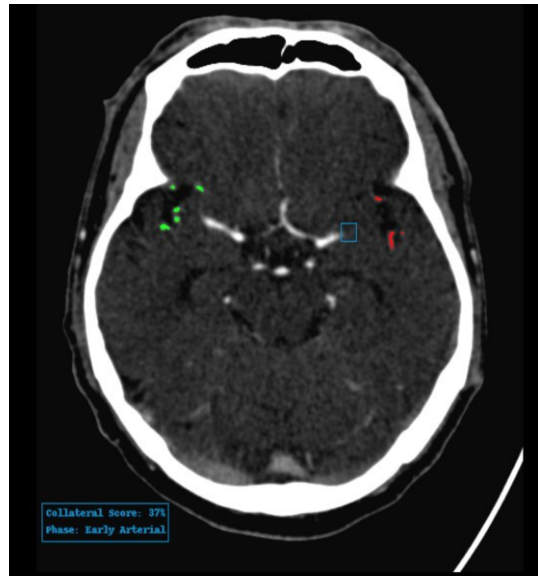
StrokeViewer Collaterals 輸出範例，CTA 掃描疊加層（此範例只顯示一張切片）。受影響腦半球的側支循環以紅色顯示，未受影響腦半球的側支循環以綠色顯示。偵測到的 LVO 以藍色邊框突出顯示。
